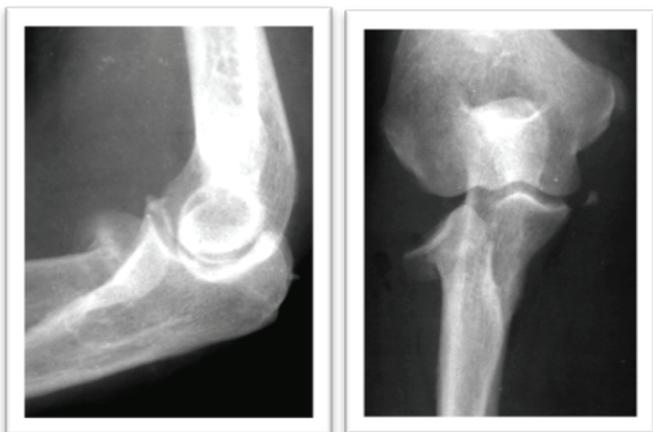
Рентгенограммы при поступлении: перелом ГЛК II тип – боковая и прямая проекции.
